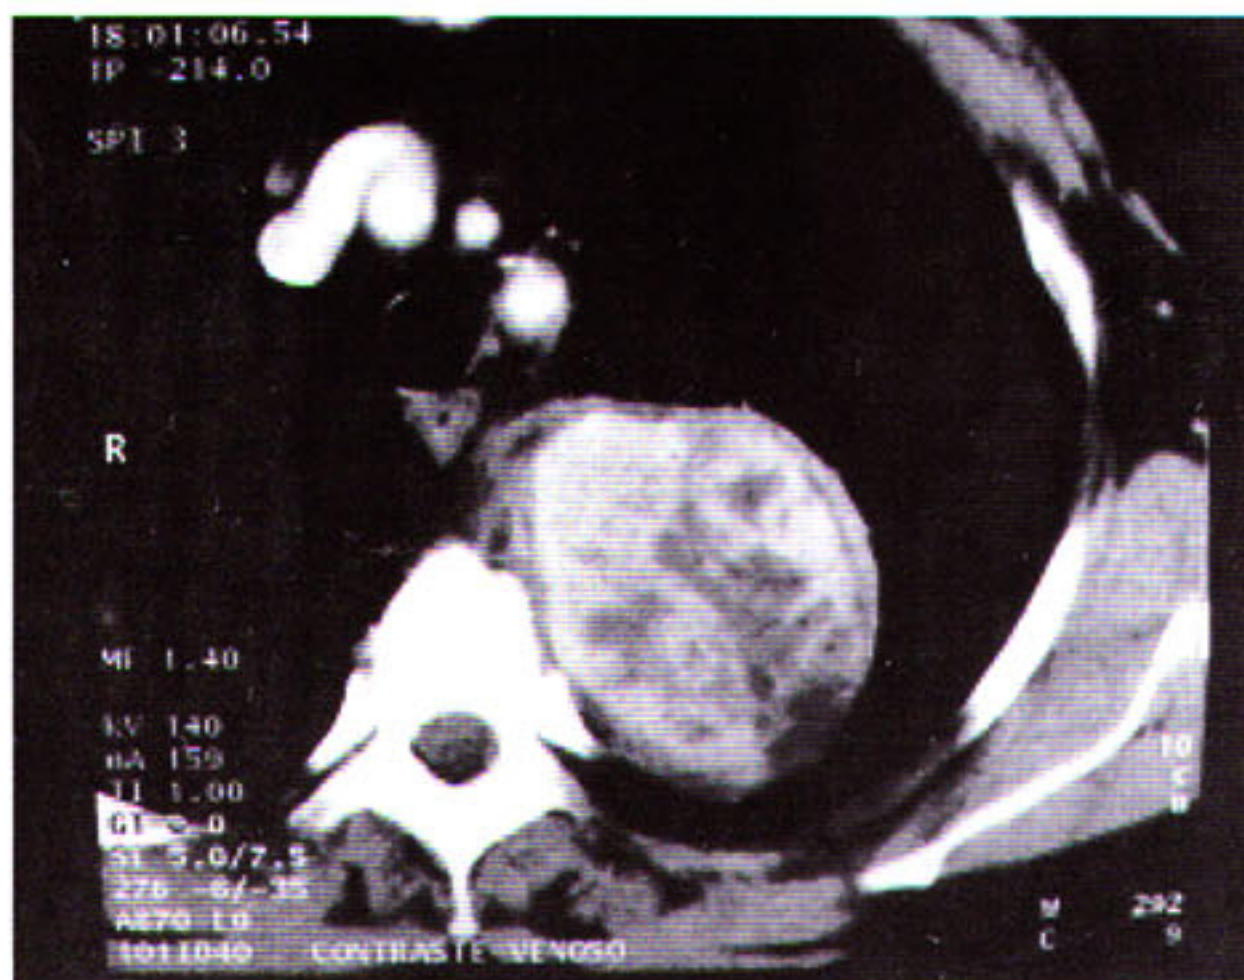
TC de tórax mostrando massa captante de contraste em goteira para - vertebral esquerda.
